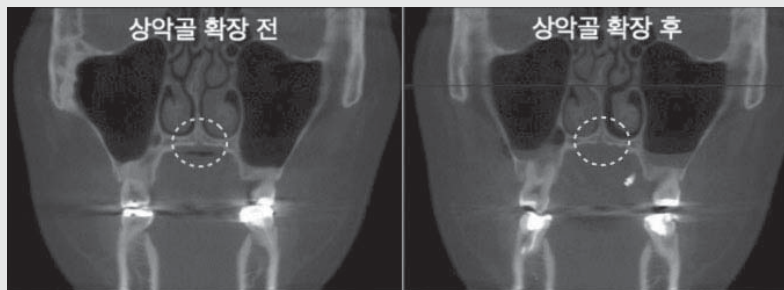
증례 4의 두개골 CT 단면. 점선으로 표시된 부분이 상악골 확장 전, 후의 구개봉합선
